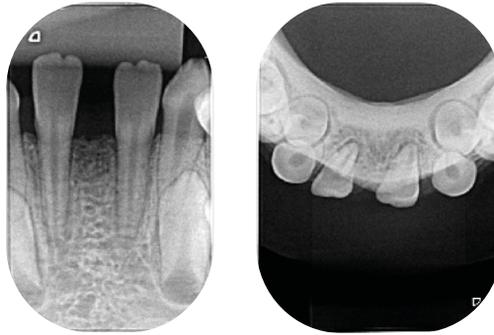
Técnica de ángulo recto A: radiografía periapical B: radiografía oclusal.
